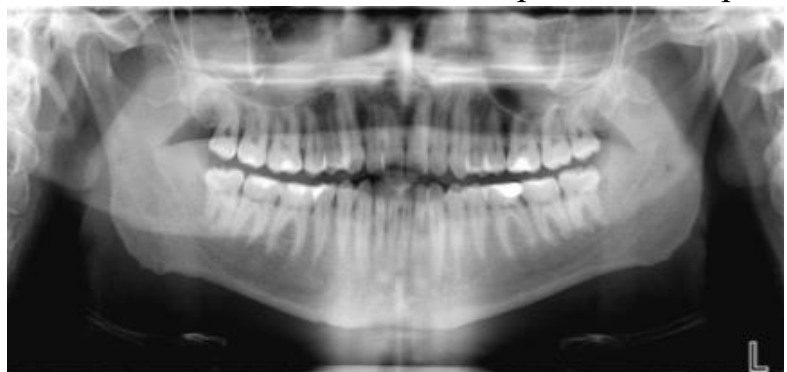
Характерна ортопантомограма пацієнта на ранній стадії генералізованого пародонтиту з наявними порушеннями оклюзійних співвідношень.
